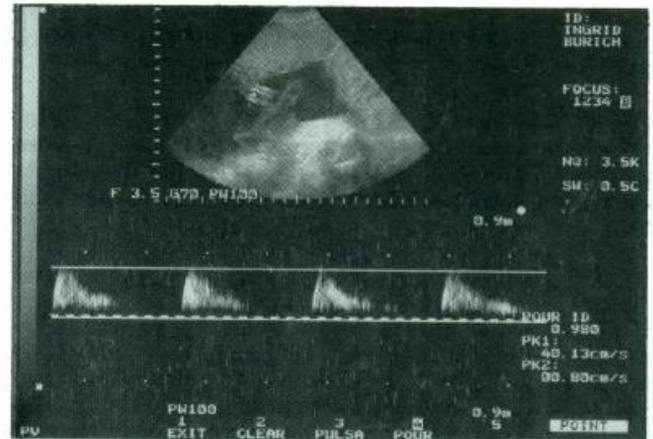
Doppler anormal en arteria umbilical (cordón). Ausencia de flujo en diástole. Resistencia máxima.
